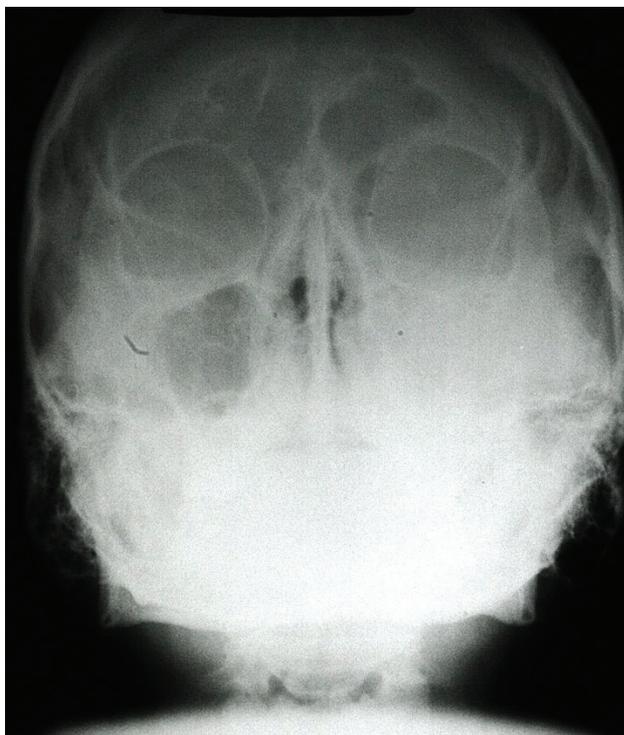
Radiografia PA de Waters, evidenciando o velamento do seio maxilar esquerdo.
